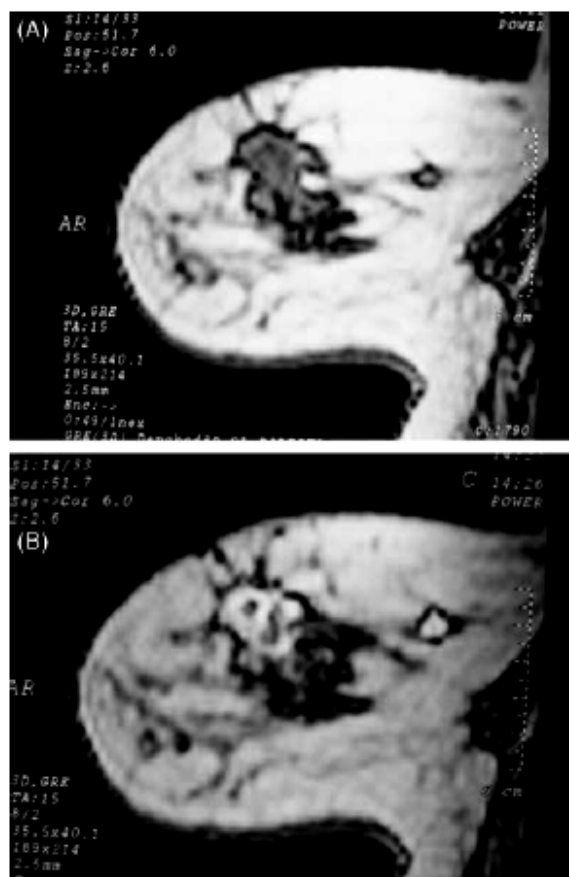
Magnetic resonance imaging of the breast showing tumor (A) before and (B) after contrast administration in the 3D gradient-echo sequence.
